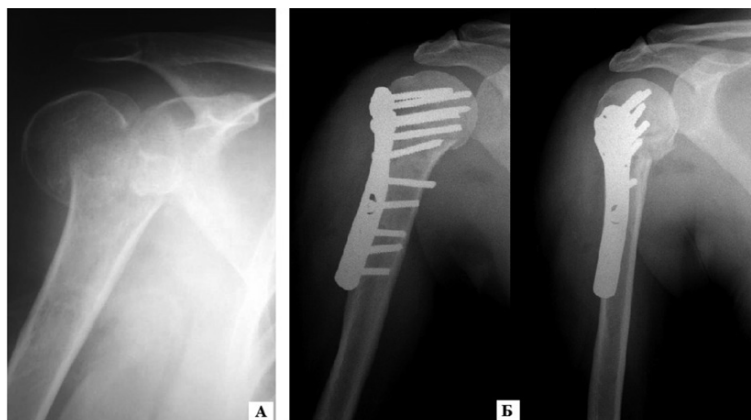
Рентгенограммы пациента Б., 44 лет: а) при поступлении; б) выполнен остеосинтез перелома плечевой кости пластиной с угловой стабильностью винтов
